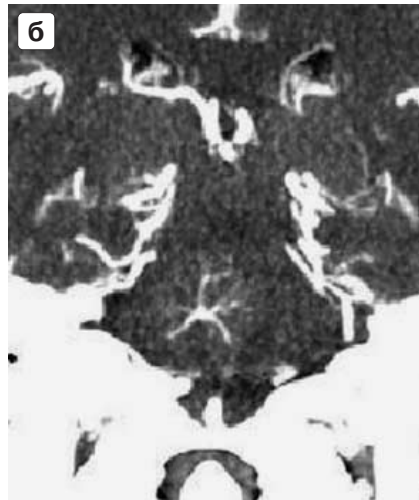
КТ ангиография: а – аксиальная проекция; б – фронтальная проекция.
